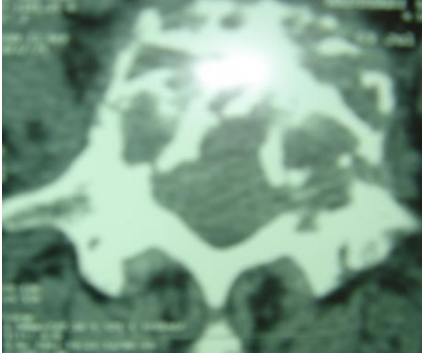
TDM en coupe axiale : fracture tassement L5 avec recul du mur post, image en nid d'abeille
